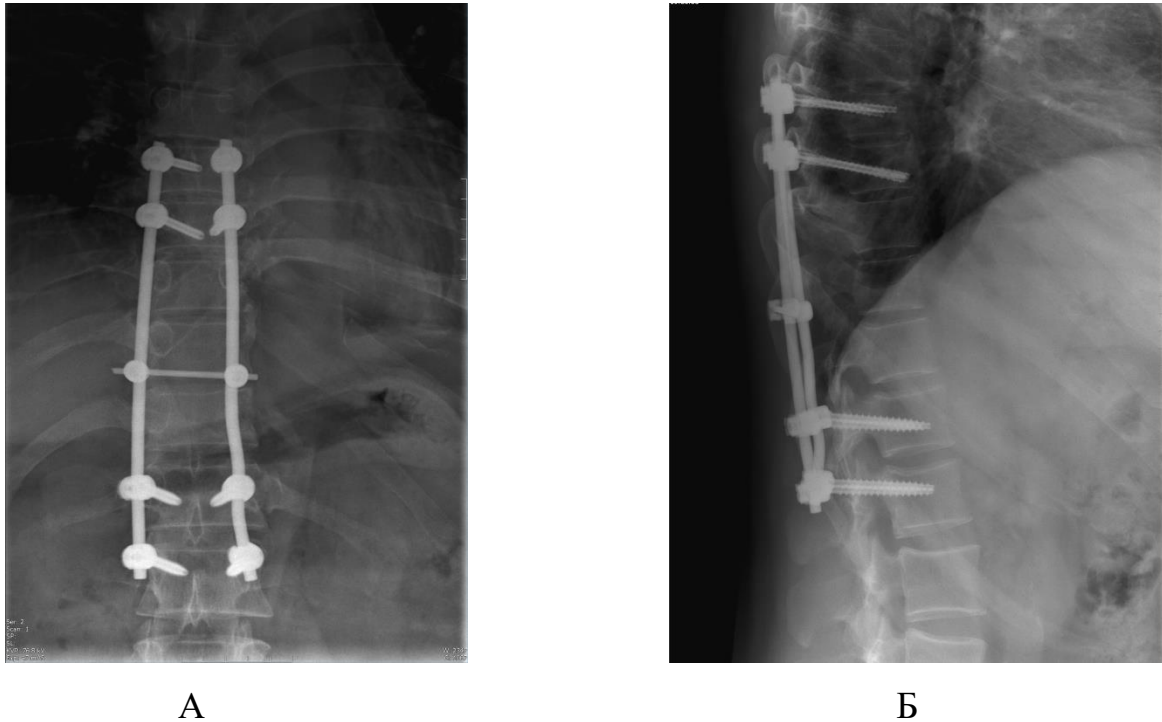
Рентгенография в послеоперационном периоде в прямой (А) и сагиттальной проекциях (Б)
